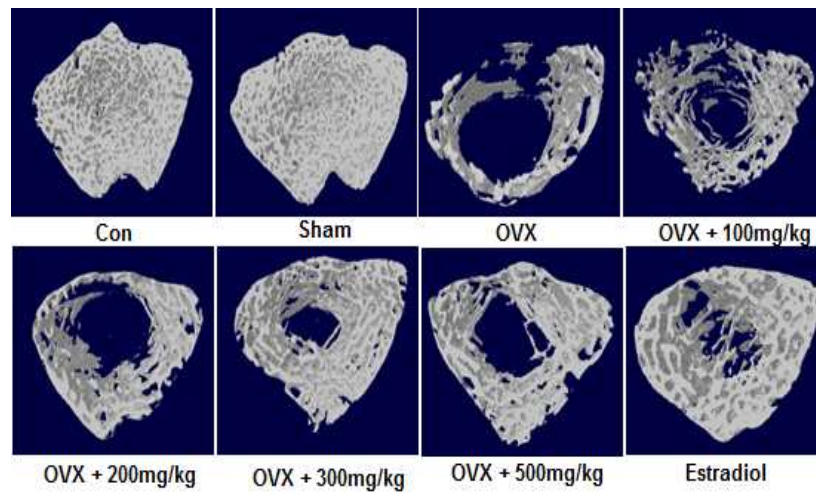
마이크로-CT를 이용한 내측-근위 경골의 3D 이미지
